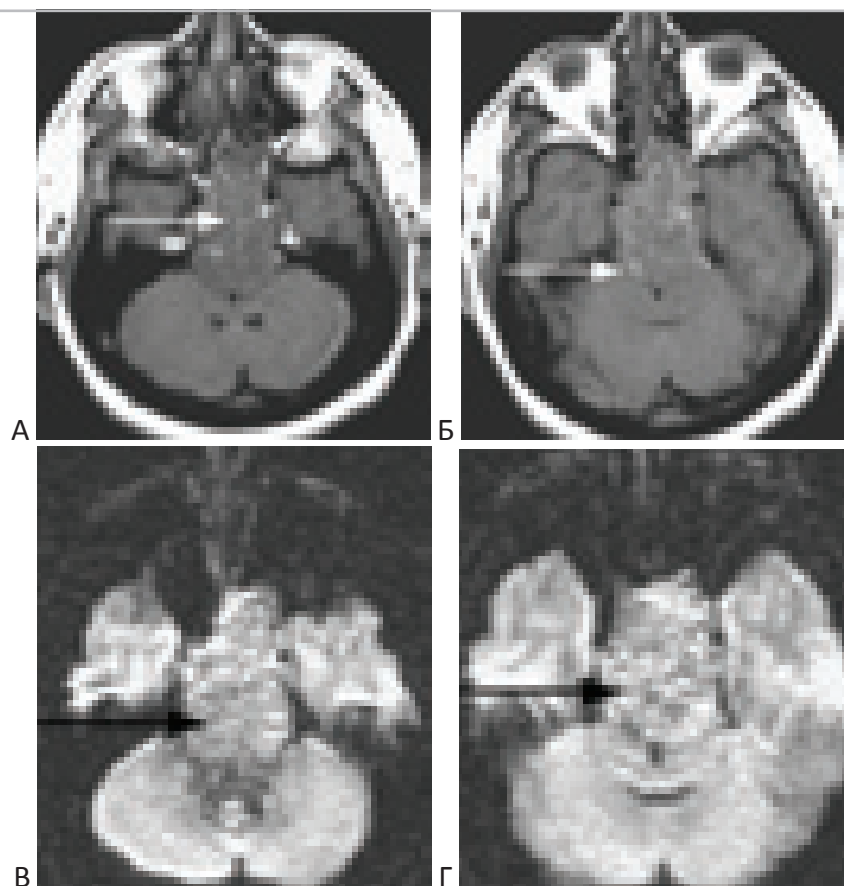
МРТ хордомы ската с распространением в sellarную область и переднюю цистерну моста. T1-взвешенные МРТ – (А, Б). В режиме DWI (В-1000) опухоль имеет изоинтенсивный с мозгом МР-сигнал (В, Г).
